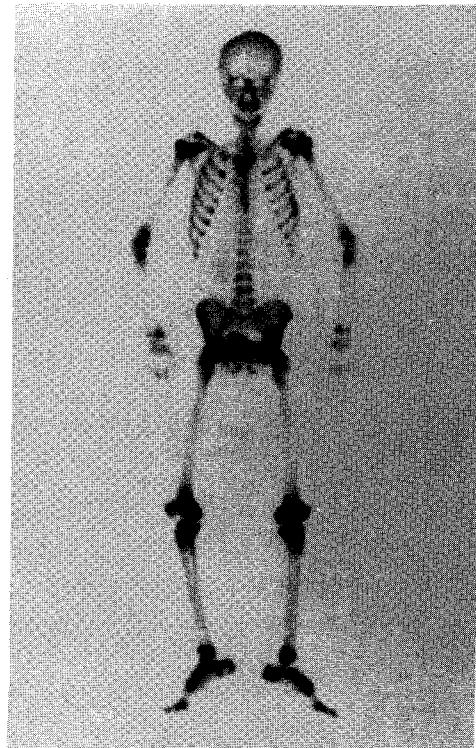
Juxta-articular uptakes: Whole body bone scintigram showed symmetrical and diffuse periarticular hot uptakes including small joints of hands and feet.
